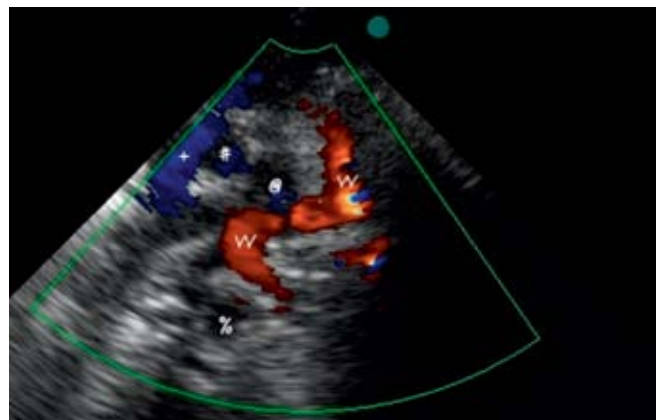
Slightly above, the vertical vein turns left and crosses the invisible left pulmonary artery from the cranial side; after this crossing, it again turns to the anterosuperior direction in order to drain into the left brachiocephalic vein. In this region, one may also observe the highest part of the pulmonary trunk and, above all, the stenosis of the vertical vein in the place of crossing with the left pulmonary artery. The remaining structures which form the bronchoarterial vise that compresses the vertical vein, i.e. the left main bronchus and the arterial ligament, are impossible to visualize directly in the echocardiographic exam. Nevertheless, their location and course can be determined. The arterial ligament stretches between the descending aorta and the apex of the pulmonary trunk (X symbol in the figure). In the case of the retained patency of the ductus arteriosus, this vessel would of course be visible. The left main bronchus is located right behind the vertical vein and crosses the aorta from the ventral side forming the dorsal bordering for the stenosis. The ultrasound tests do not show the airway, but acoustic shadows appearing in its vicinity may be detected. In presented case the image is not clear enough
